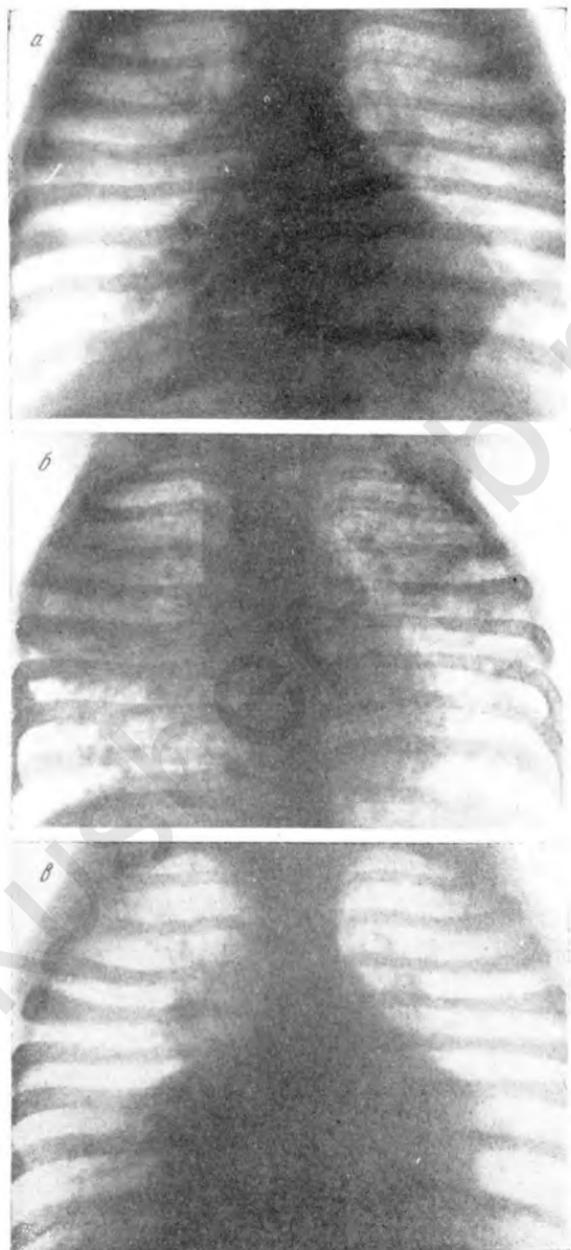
Рентгенограммы Сережи Ш., 1 года.
